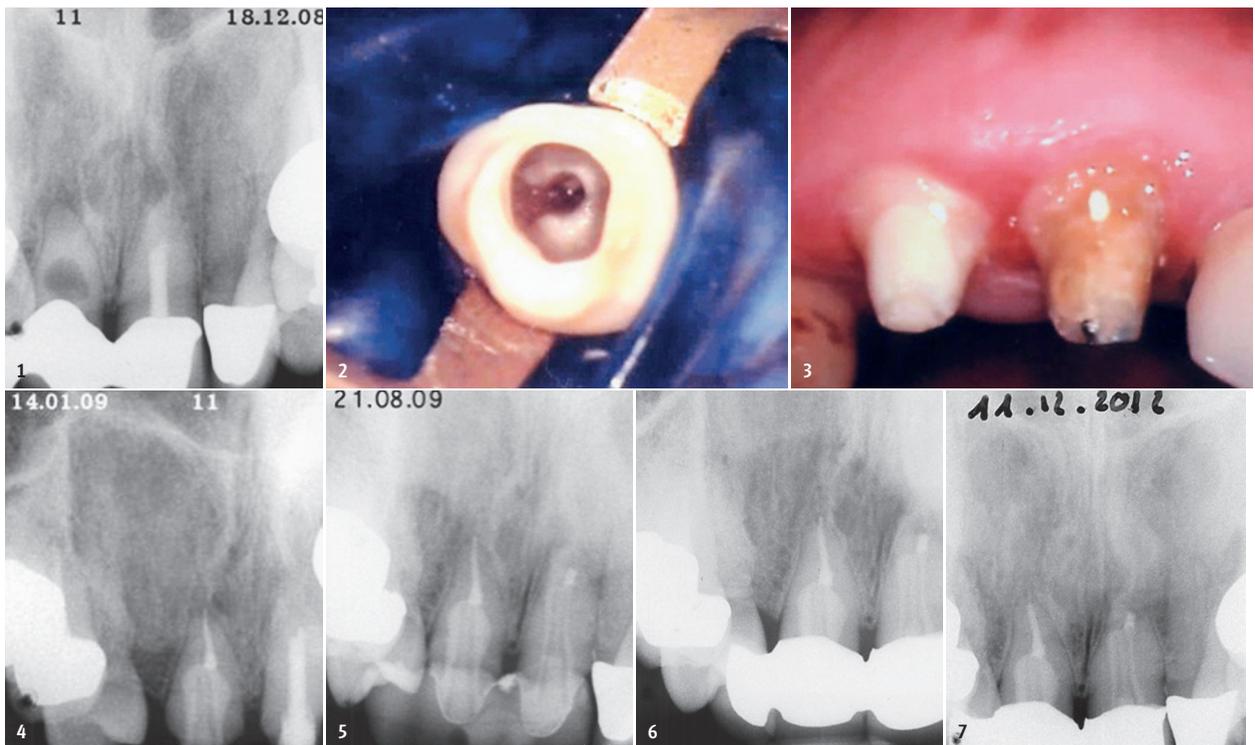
Interne Resorption 11, Z.n. WR 21 (an beiden Zähnen apikale Parodontitis) – Single-visit-Behandlung bei sowohl 11 (Erstbehandlung), intensive mechanische und chemische Aufbereitung, Einsatz der aPDT (antimikrobielle Photodynamische Therapie – hier mit Toloniumchlorid als Photosensitizer), WF mit adhäsivem Sealer (Seal 3D, Cumdente, Tübingen) und Single-cone-Technik, anschließender Auffüllung des restlichen Kanallumens mit autokatalytisch härtendem Komposit und Insertion eines Glasfaserstiftes als auch 21 (Revisionsbehandlung), Einsatz der aPDT, apikaler MTA-Zement-Plug, anschließende Auffüllung des Kanals mit autokatalytisch härtendem Komposit und Insertion eines Glasfaserstiftes (die Behandlung von 21 erfolgte am 10.2.2009) – die Röntgenkontrolle im August 2009 zeigt bereits deutliche Ausheilungstendenz, die am 11.12.2012 (knapp vier Jahre nach den beiden WKB) vollständige Ausheilung. Ab November 2007 bis August 2011 wurde das ASEPTIM (SciCan GmbH, Leutkirch) verwendet, ab diesem Zeitraum bis heute PACT 200 (Cumdente, Tübingen).
